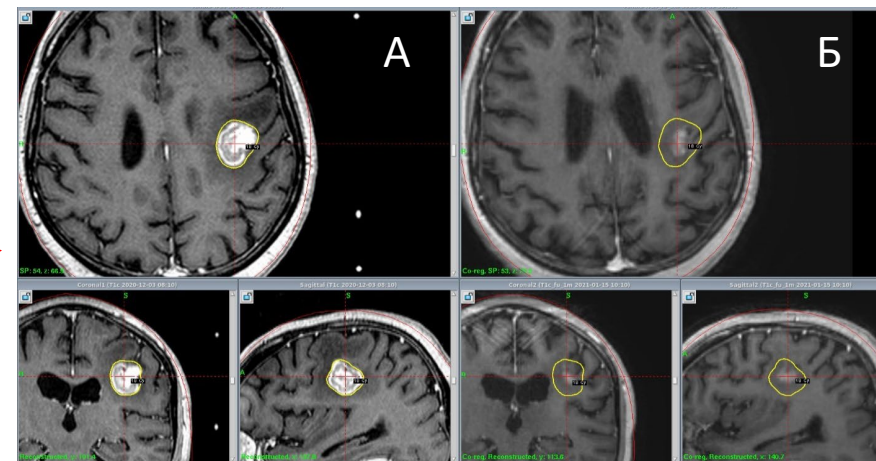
Динамика изменения опухоли после 2-го сеанса СТХ (МРТ с к/у в 3 проекциях). А - на момент 2-го сеанса СТХ. Объем опухоли 4,6 см³, минимальный перифокальный отек. Б - через 1 месяц после завершения лечения. Объем опухоли 0,48 см³. Отека нет.
